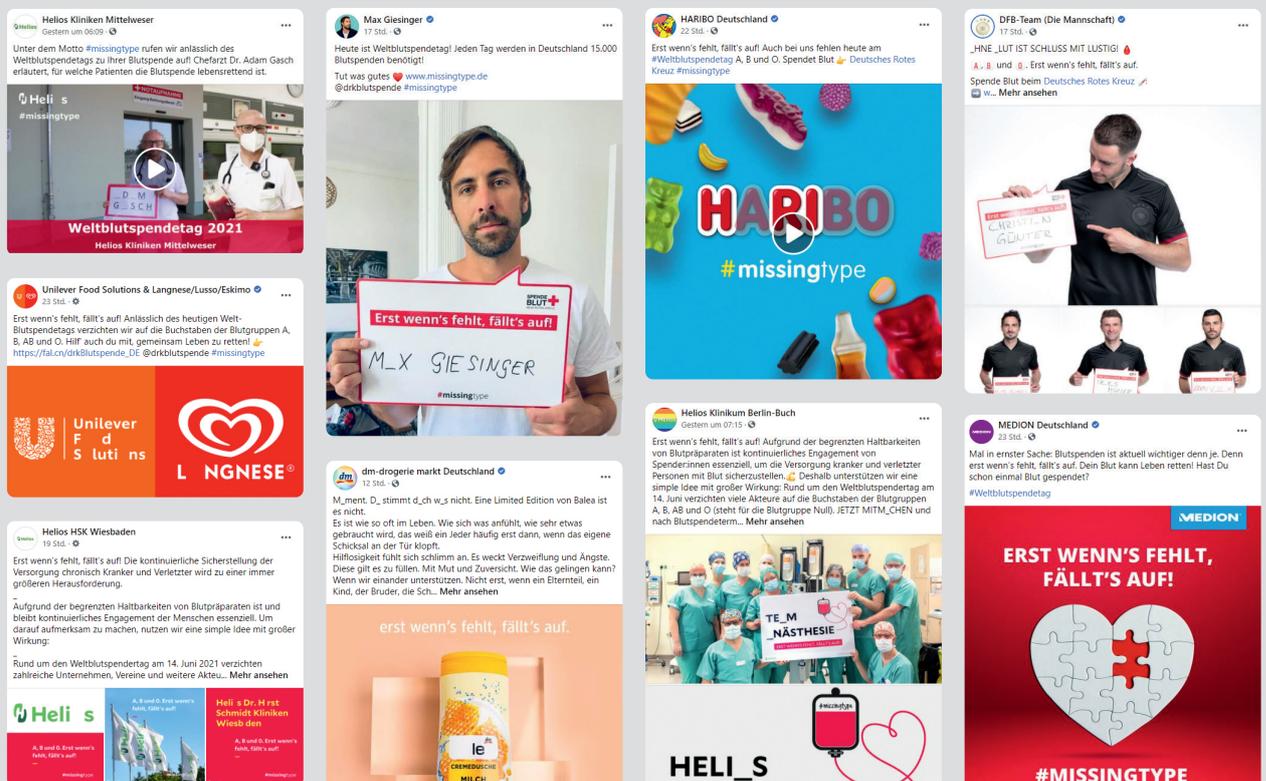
Erst wenn's fehlt, fällt's auf*: In den sozialen Medien war die Resonanz groß.
